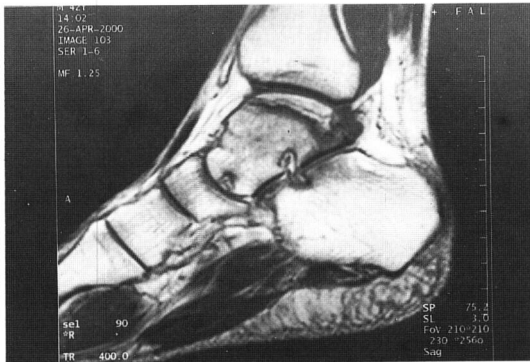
Sagittal T1-weighted MRI shows large area of the dome of the talus and small area of the head of the talus.
